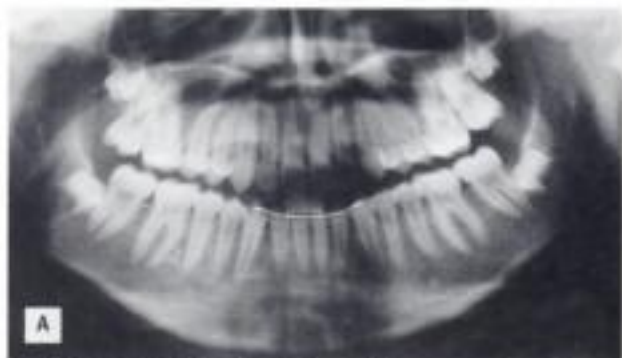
A) Radiografía panorámica con cuatro gérmenes de cordales. B) Germen superior en el seno maxilar tras un intento de extracción.
